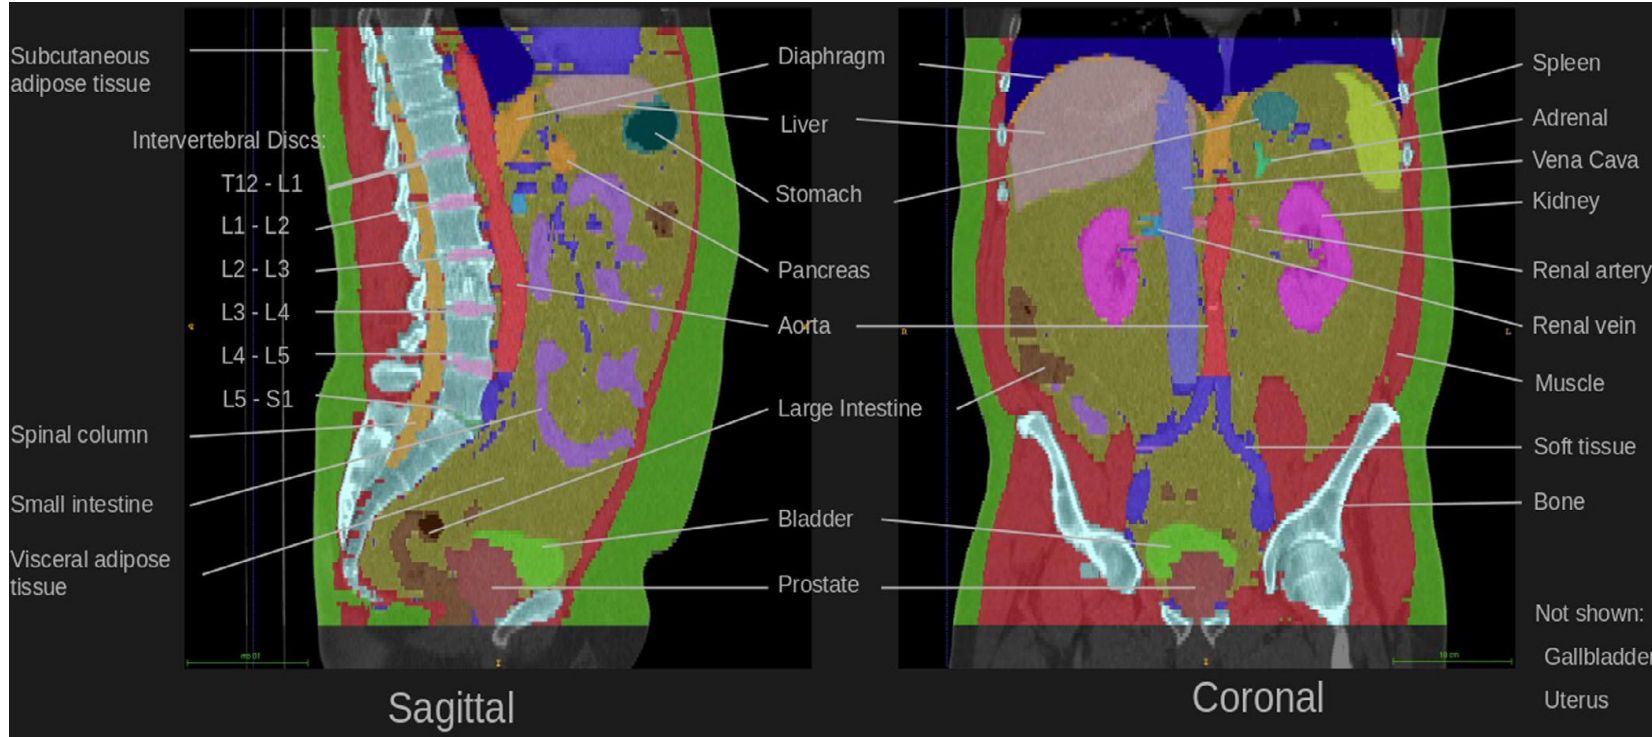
Sagittal and coronal view of one abdominal computed tomography exam, manually segmented from a machine-generated prior segmentation. For clarity, no distinction is made between left and right structures, although these were differentiated in the training dataset.
